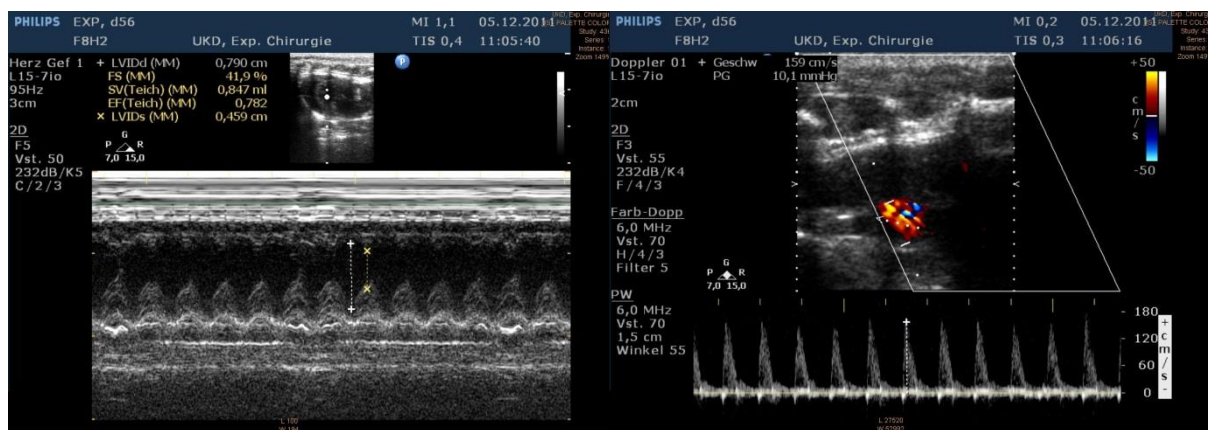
Echokardiographie. Exemplarische Darstellung der Dokumentation anhand eines Halbdosis-Härtefutter-Tieres nach 8 Wochen Futterapplikation
